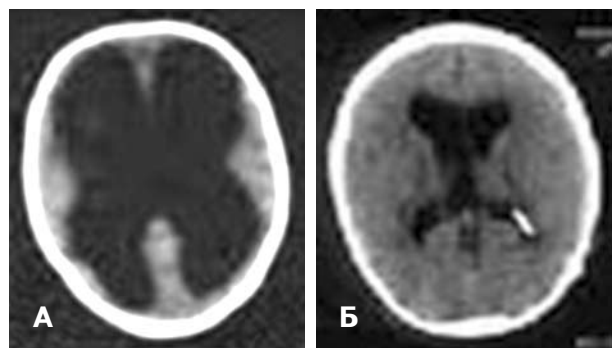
КТ ребенка К., 6 мес. А — перед операцией; Б — через 8 лет.
